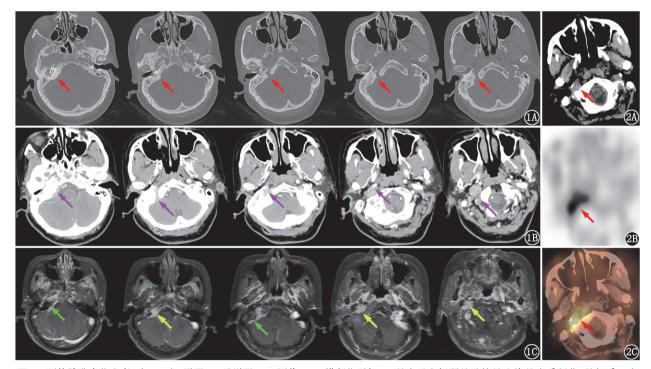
颈静脉孔占位患者(女,55岁)增强 CT 及增强 MRI 图像。1A.横断位平扫 CT 骨窗示右侧颞骨及枕骨边缘骨皮质硬化,骨松质区密度弥漫增高(红箭头示);1B,1C.增强 CT 软组织窗(1B)及增强 MRI(1C)示右侧颈静脉孔软组织肿物,从颈静脉孔内口一直蔓延至颅外,病灶轻度强化(1B,紫箭头示;1C,黄箭头示),颈静脉孔内口处见脑膜尾征(1C,绿箭头示) 图2 该患者⁹⁹Tc^m-联肼尼克酰胺-酪氨酸3-奥曲肽(HYNIC-TOC)生长抑素受体 SPECT/CT 显像图。颈静脉孔区病灶横断位 CT(2A)、SPECT(2B)及 SPECT/CT 融合图像(2C)示右侧颈静脉孔区占位放射性摄取明显增高(箭头示)
